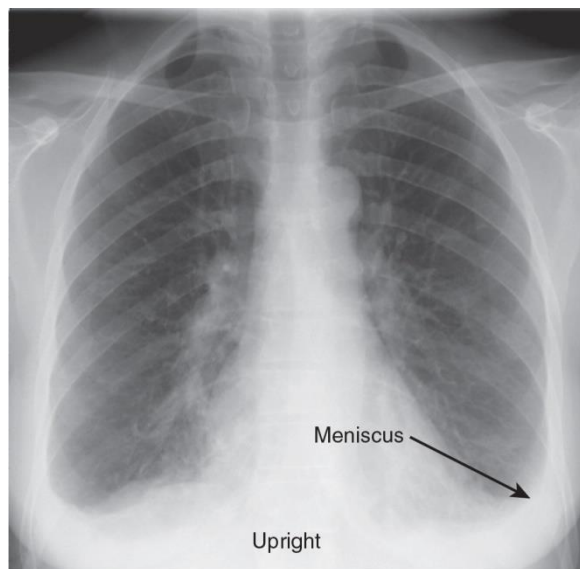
Posteroanterior upright chest radiograph indicating a pleural effusion with a bilateral meniscus at the costophrenic angles. The pleural effusion has a curvilinear upper margin concave to the lung and is higher laterally than medially.
